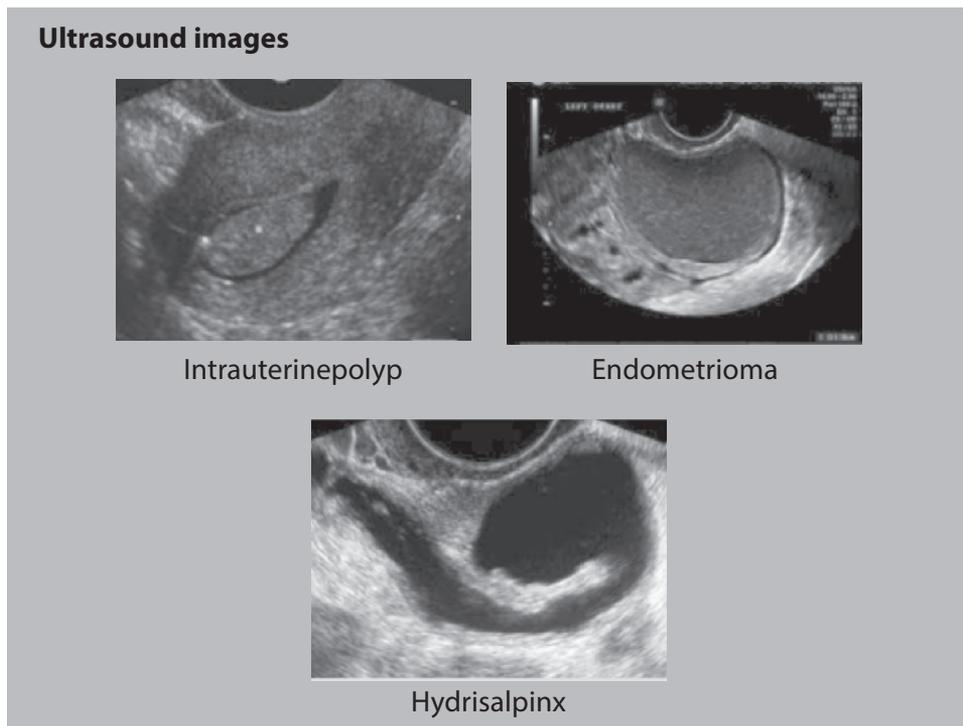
IMÁGENES POR ULTRASONIDO.¹
